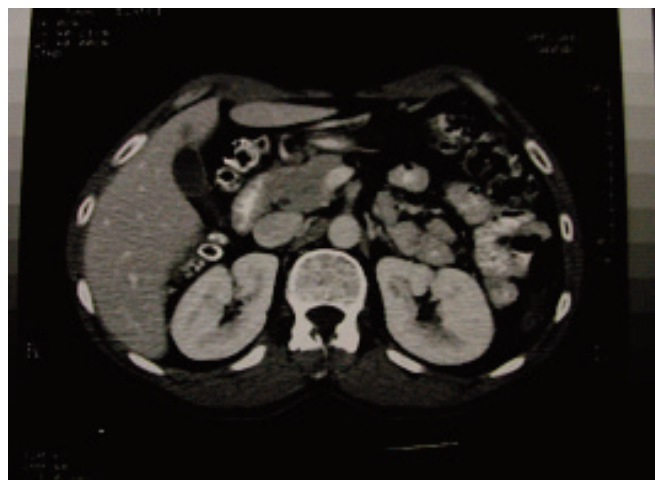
Lesão tumoral observada em Tomografia Axial Computorizada abdominal, ao nível da segunda porção duodenal.
